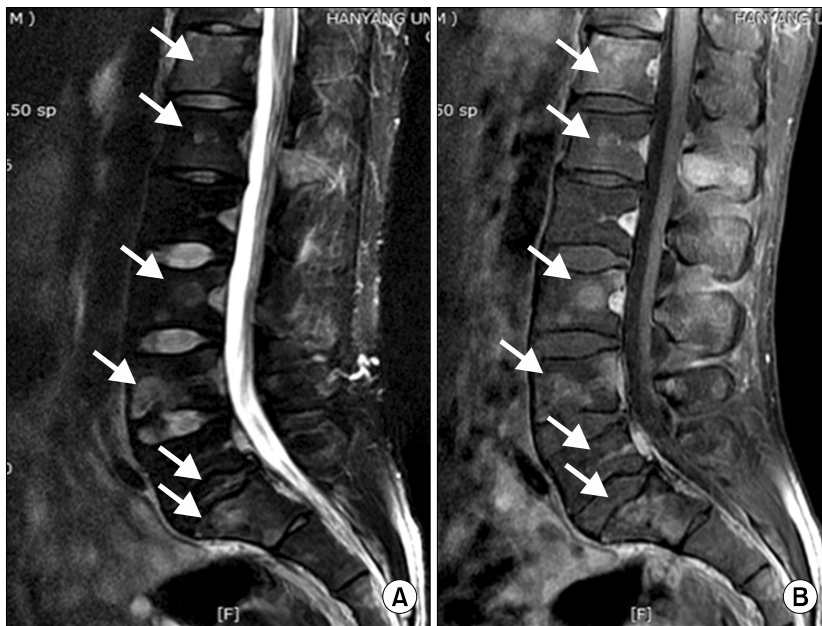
MRI of the lower spine shows multiple signal changes with heterogeneous enhancement in the bone marrow of the thoracolumbar spine and sacrum (A) T2W fat suppressed image (B) T1W image with enhancement.
